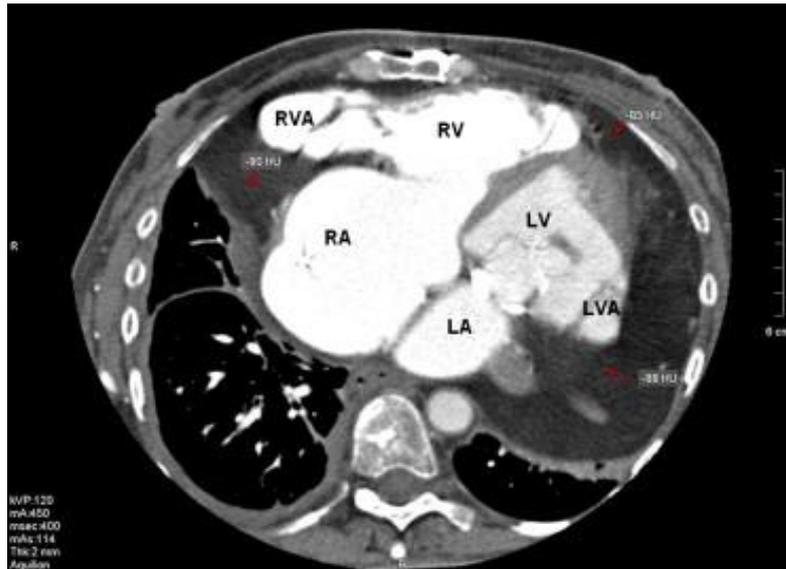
CT elaborata di due aneurismi ventricolari. RVA: aneurisma del ventricolo destro; LVA: aneurisma del ventricolo sinistro. Immagine tratta da [52].
